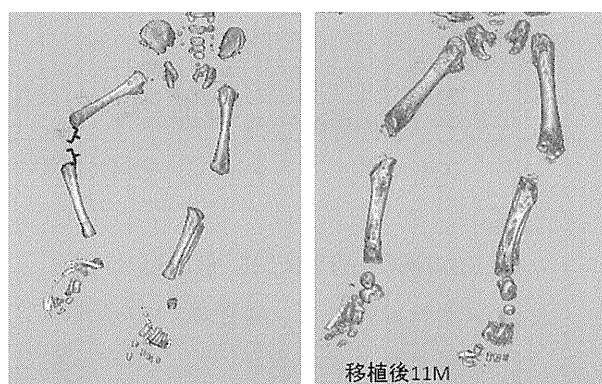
症例 2 の初回 MSC 移植前後の CT 像
